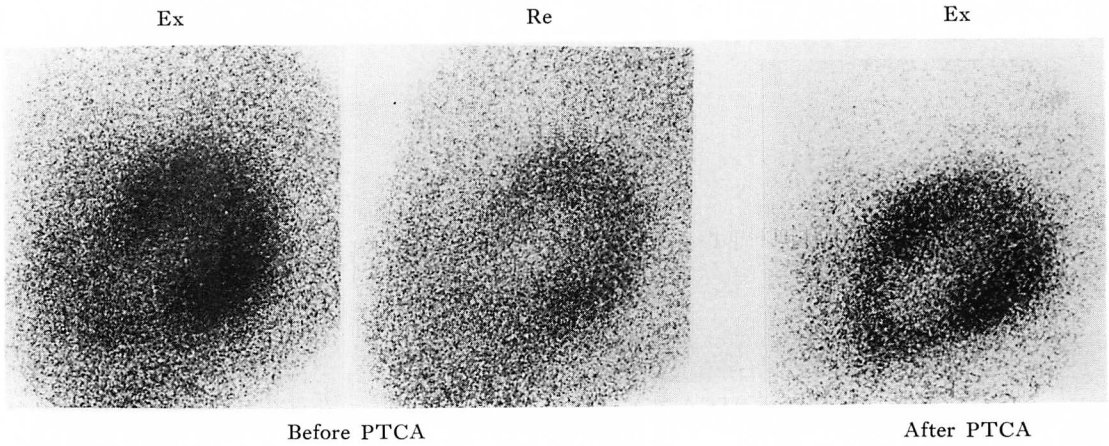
Exercise thallium-201 myocardial scintigrams in the 60° left anterior oblique projection before and after PTCA in a patient with previous anteroseptal myocardial infarction.
